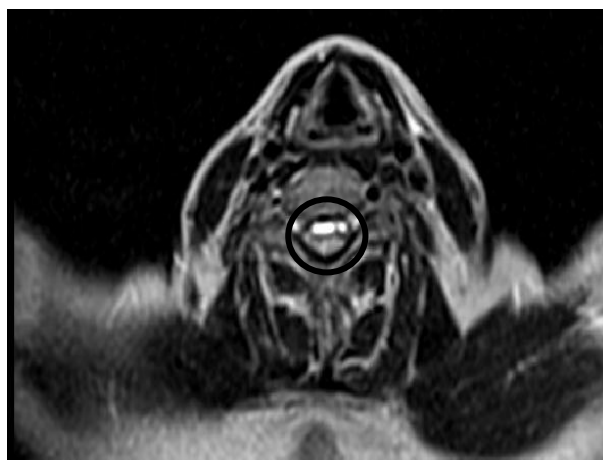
RMN, T2 axial. Imagen de intensidad variable, predominantemente hiperintensa, en el espacio subaracnoideo anterior
